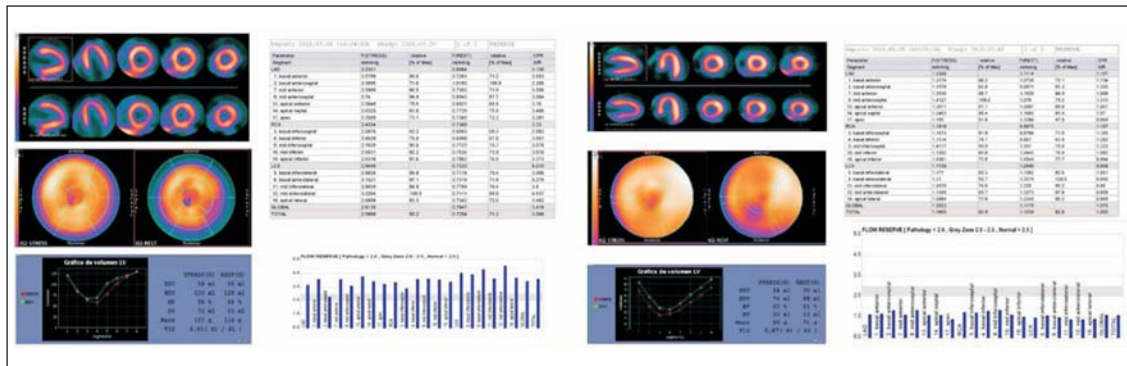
Caso 1. Maratonista. SPECT dudoso. Estudio de perfusión ¹³N-amonio estrés-reposo normal. Cuantificación de RFC normal (>2)
